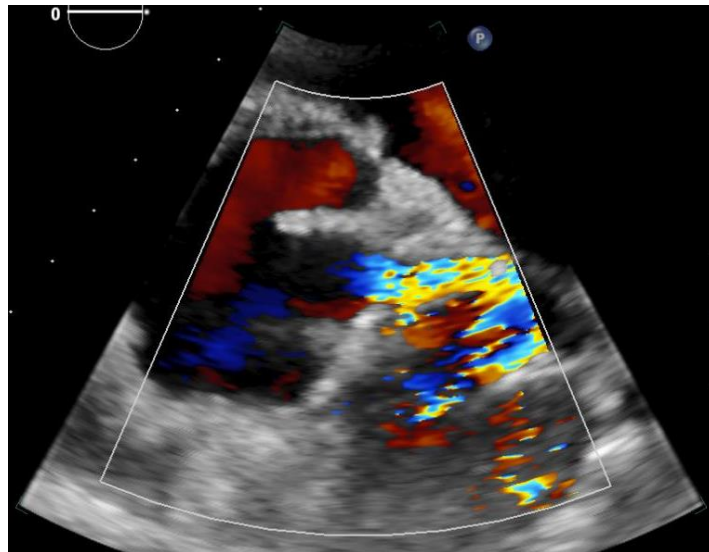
Khảo sát Doppler dòng máu ngang van 2 lá sinh học tăng 19/10 mmHg.
